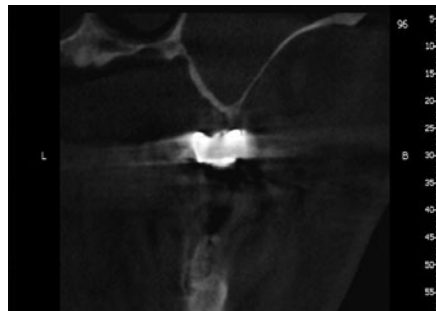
初診時の I6 相当部の CT 像（冠状断）。
